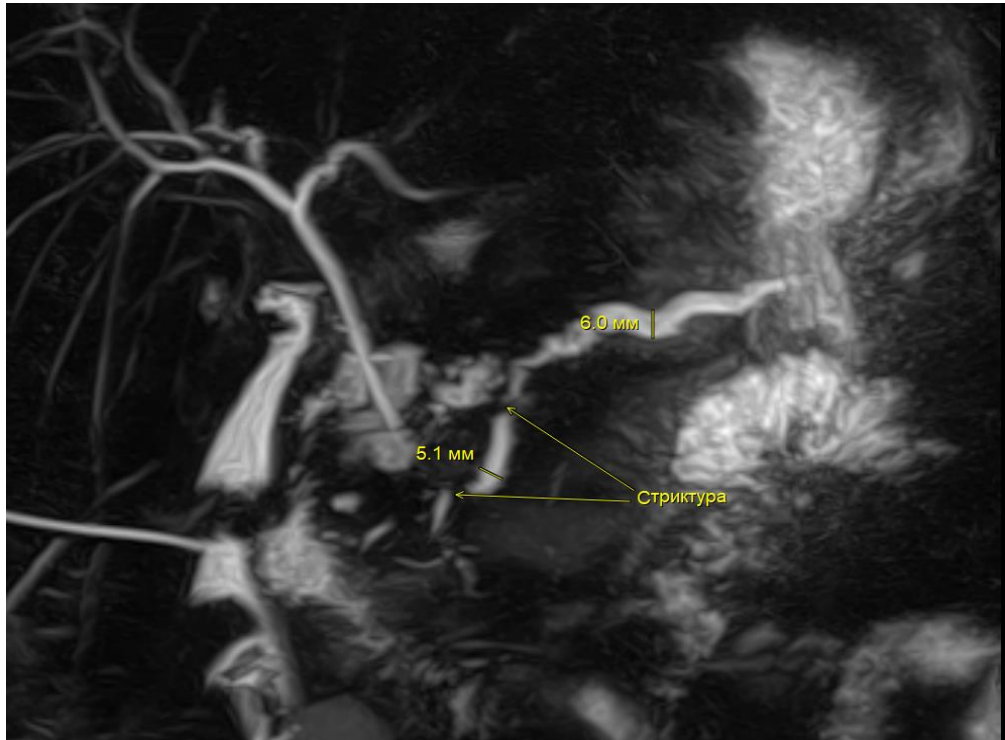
МР-томограмма (МРХПГ) через 3 месяцев от начала болезни. Режим 3D реконструкции. Стриктуры протока ПЖ в области головки и перешейка (желтые стрелки), гипертензия протока ПЖ на всем протяжении (желтая маркировка)
